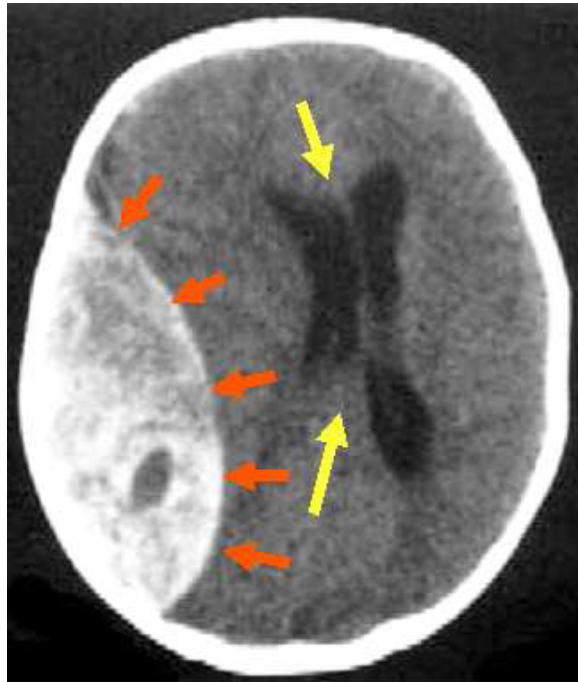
TDM cérébrale montrant un hématorne extradural
